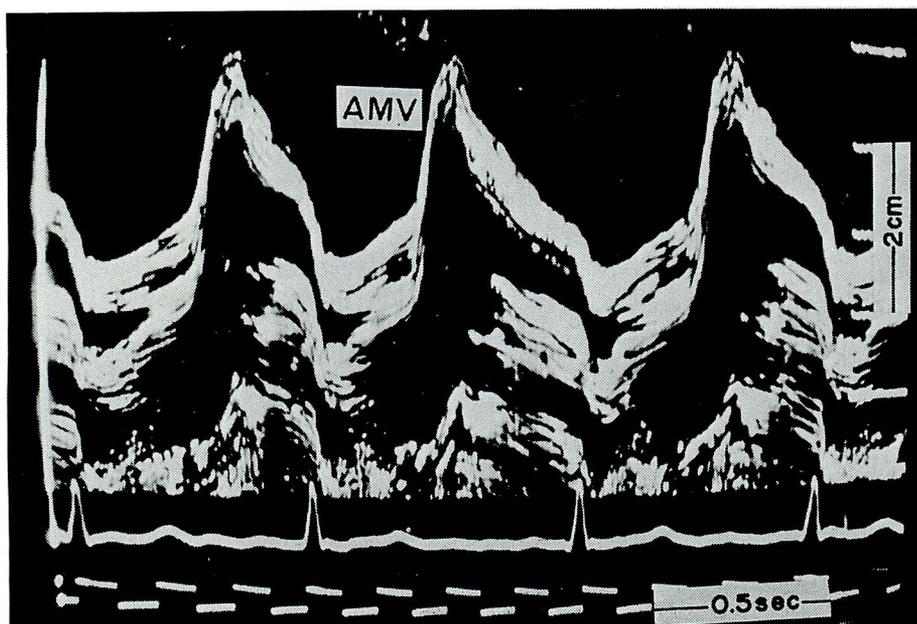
Echocardiogram from a patient with rheumatic mitral regurgitation
